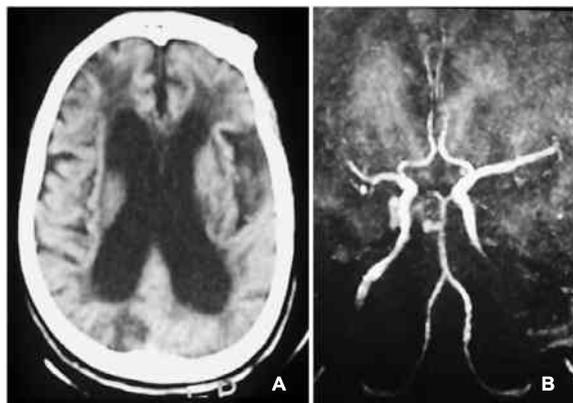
頭部画像検査 (A：CT，B：MRA)。大脳白質を中心とする高度虚血と萎縮。主要脳動脈に狭窄が疑われるが動きによると思われるアーティファクトもある。
